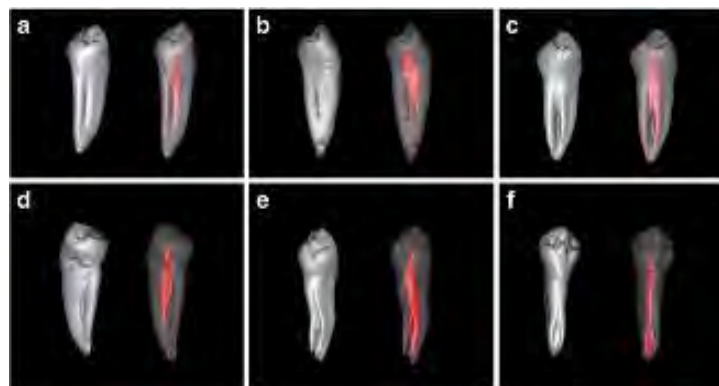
Tomografía micro computarizada de primeros premolares inferiores con surcos radiculares. ⁽²⁵⁾
